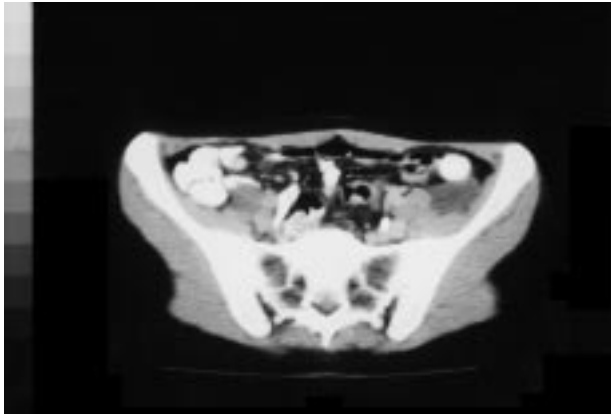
TAC abdominal donde se observa quiste retroperitoneal, localizado en pelvis y fosa ilíaca izquierda, adyacente al músculo iliopsoas, de $4 \times 3 \times 5$ cm, de pared fina, sin nódulo mural y sin evidencias de signos de malignidad.
